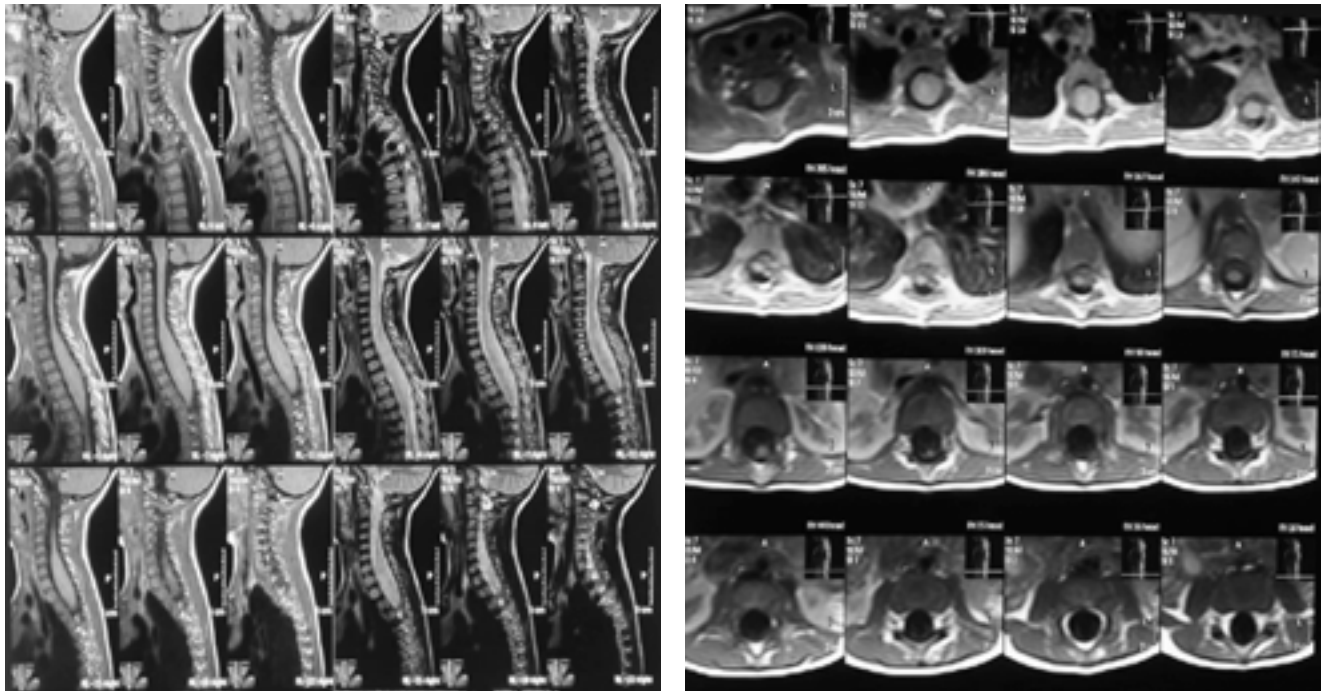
Resonancia Magnética Simple de columna cervical. 1a. cortes sagitales, 1b. cortes axiales
